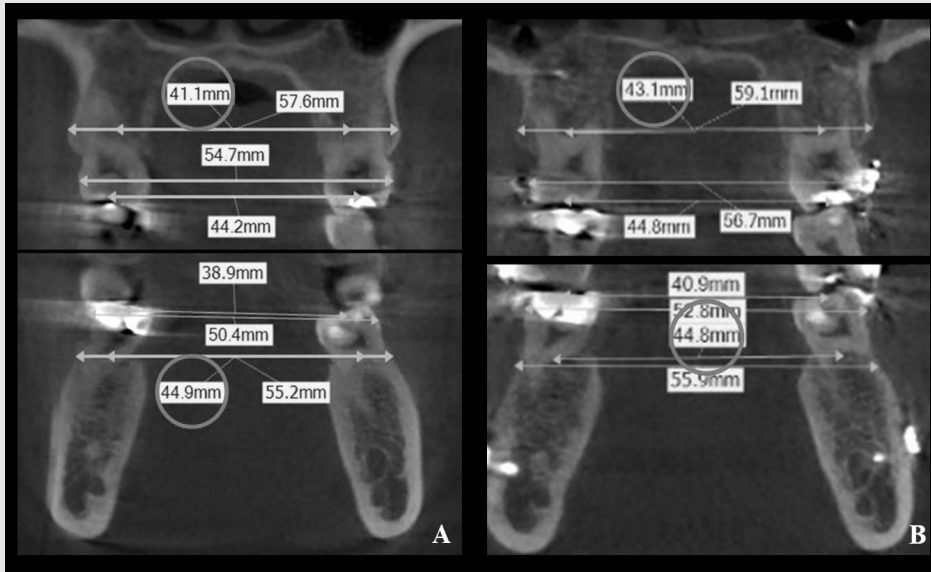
초진시(A)와 치료종료시(B)의 상악 제 1대구치 위치의 CBCT 영상. 상악 제 1대구치의 저항중심간 거리를 동그라미로 표시했으며, 상악 제 1대구치의 저항중심간 거리가 2mm증가된 상태로 유지되고 있음을 알 수 있다.
